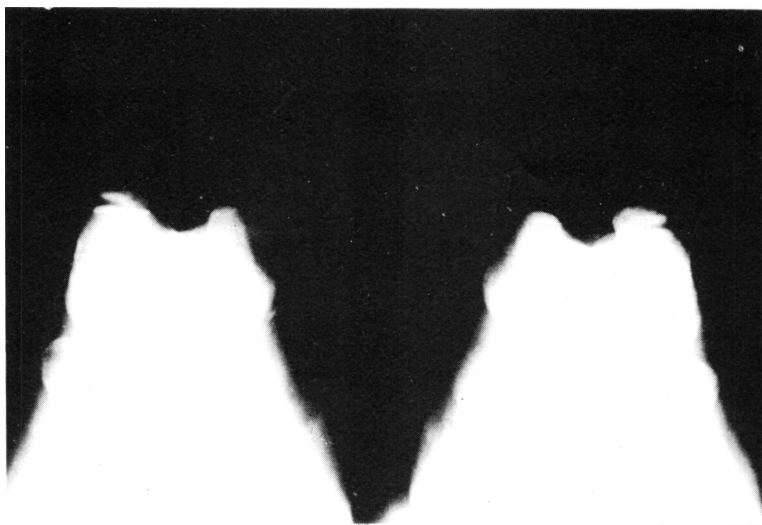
Radiografía axial ambas rodillas mostrando la subluxación externa de ambas rótulas y la hipoplasia rotuliana.
